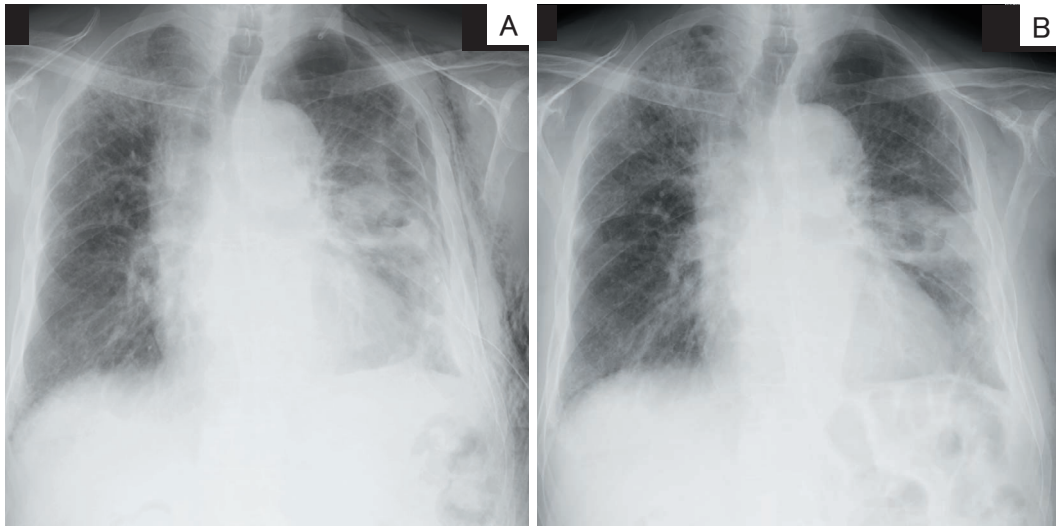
Chest X-ray images. Expansion of the left lung is observed immediately after the medical thoracoscopy procedures (A). Seven days after the treatment, no pulmonary collapse was noted (B).
